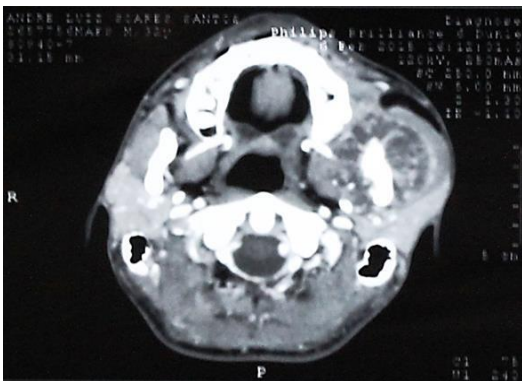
Corte axial de uma tomografia computadorizada de feixe em leque mostrando lesão hipodensa de limites indefinidos, com material hiperdenso irregular em seu interior.
